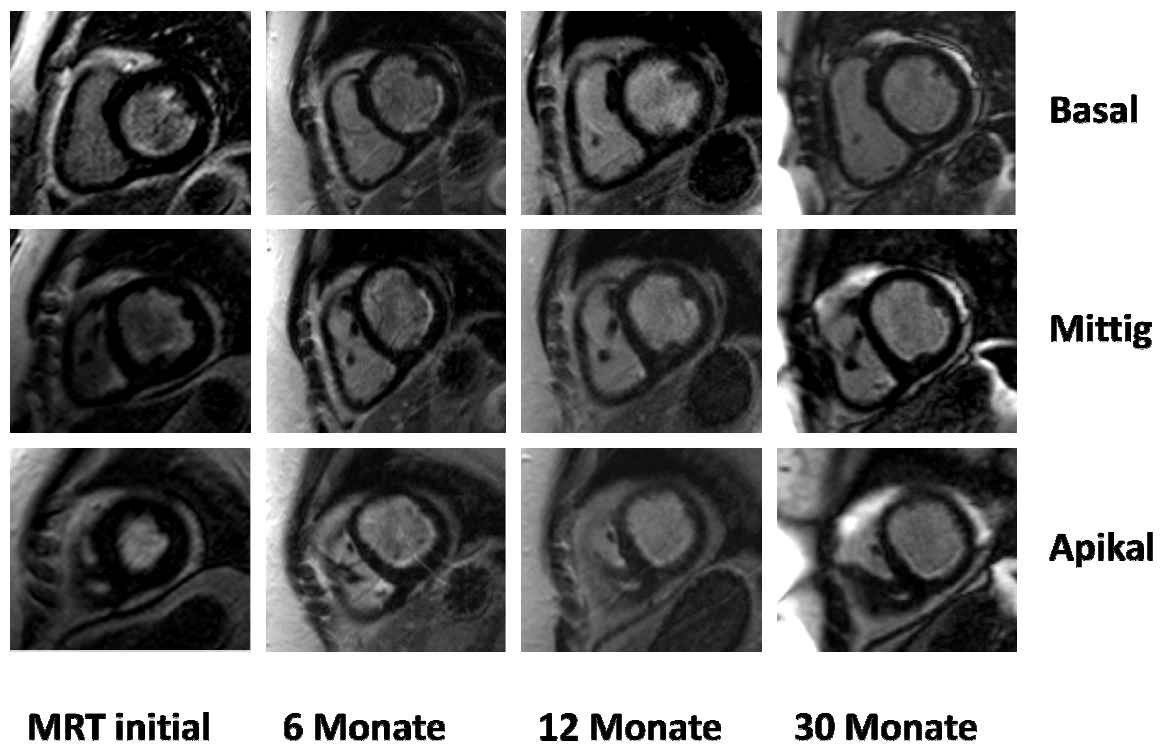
Apikaler, mittlerer und basaler Kurzachsenschnitt nach Kontrastmittelgabe in seriellen MRT-Untersuchungen Patient 8
